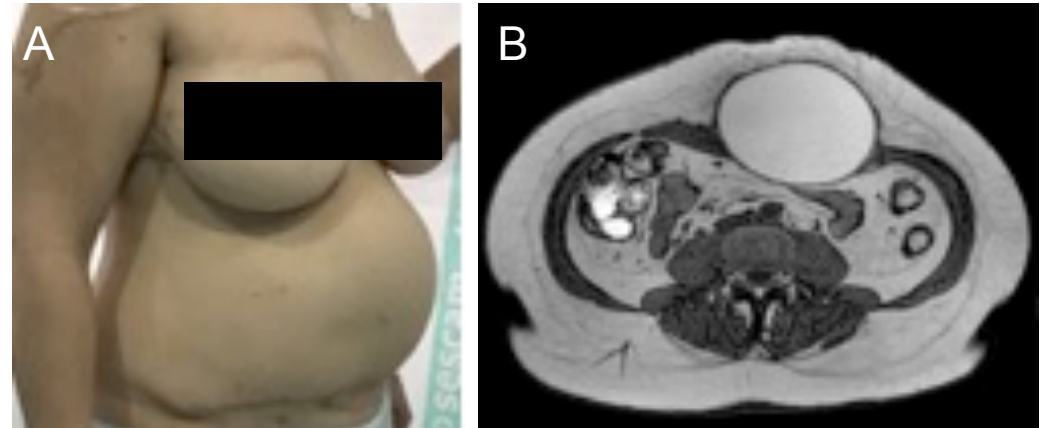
Exploración física y pruebas de imagen de la paciente en marzo de 2017; 1A) Inspección física de abdomen con asimetría evidente, 1B) corte axial RMN a nivel abdominal con hallazgo de formación quística compatible con seroma/hematoma.
